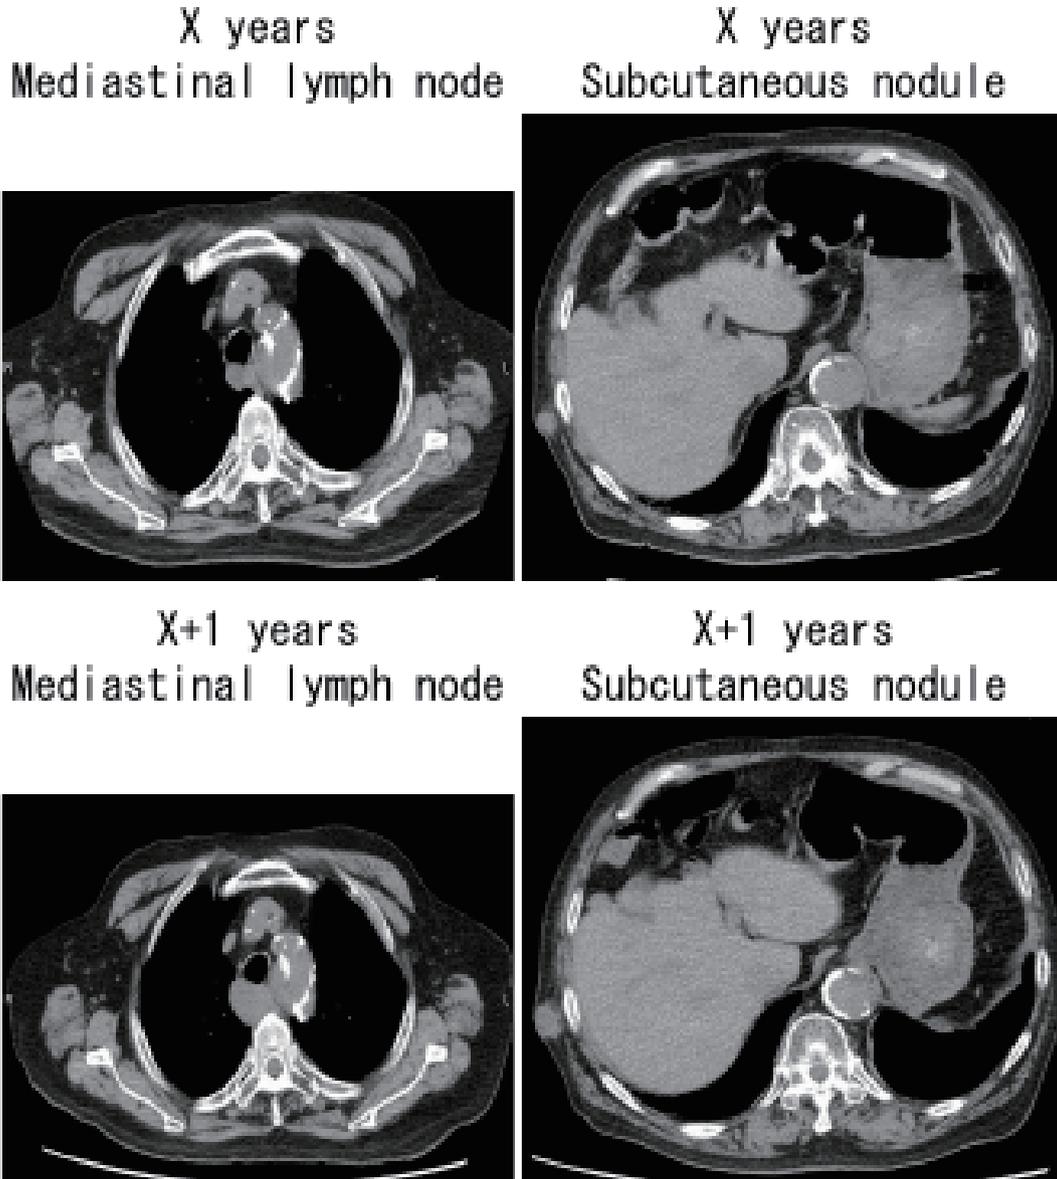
Chest computed tomography (June X +1): The mediastinal lymph nodes and subcutaneous nodules were enlarged.
